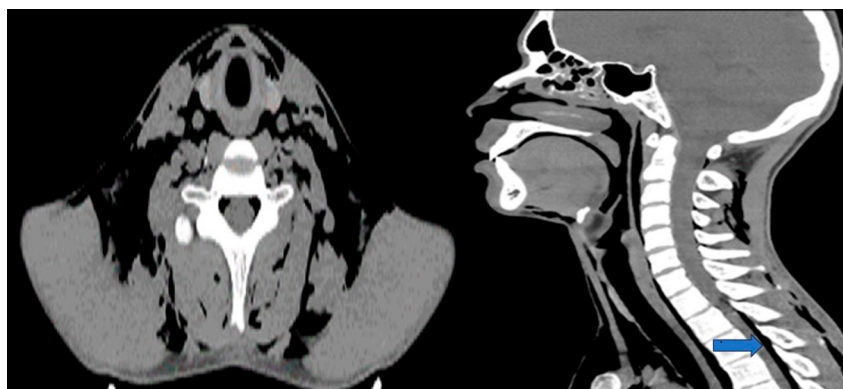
Neck computed tomography without contrast at admission. Extensive emphysema dissecting the anterior and posterior superficial and deep cervical spaces. Mucosal thickening and air-fluid levels in paranasal sinuses indicate inflammation, along with pneumorrhachis (arrow).
